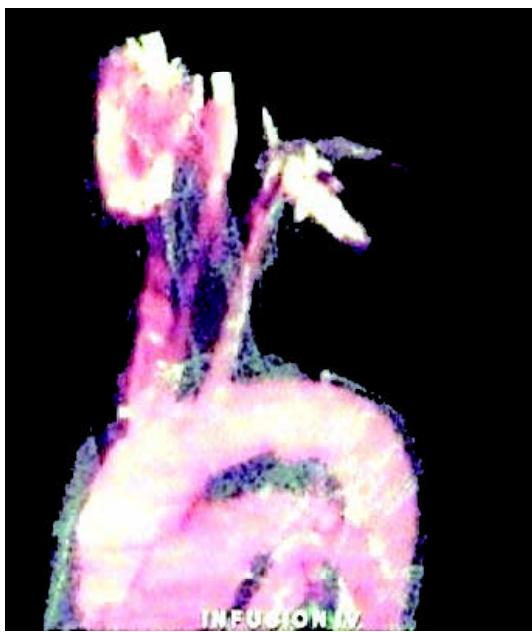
Angiorresonancia a color.
